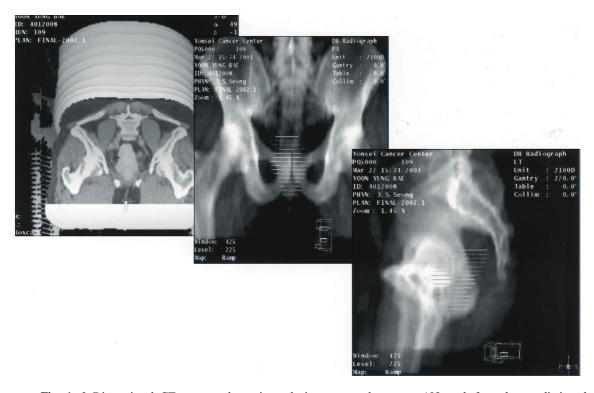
3 Dimensional CT tumor volumetric analysis; tomur volume was 108 cc before chemoradiation therapy.
